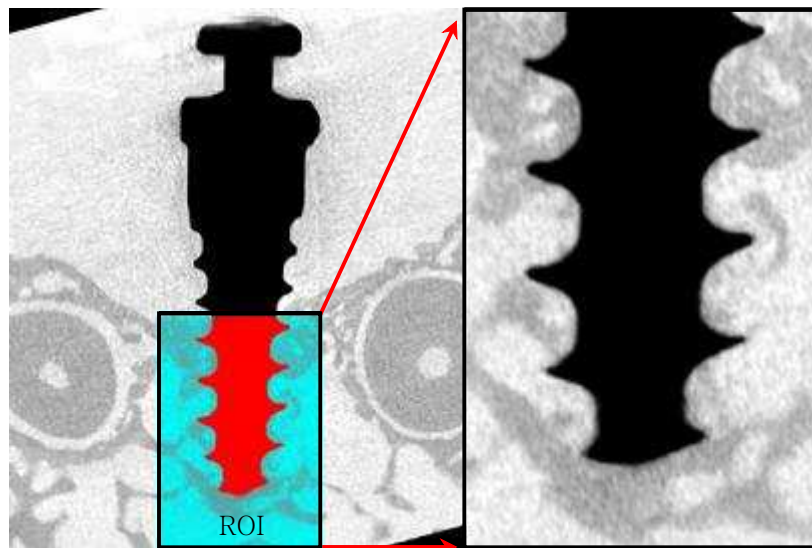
Micro-computed tomographic image limited to ROI(region of interest).
